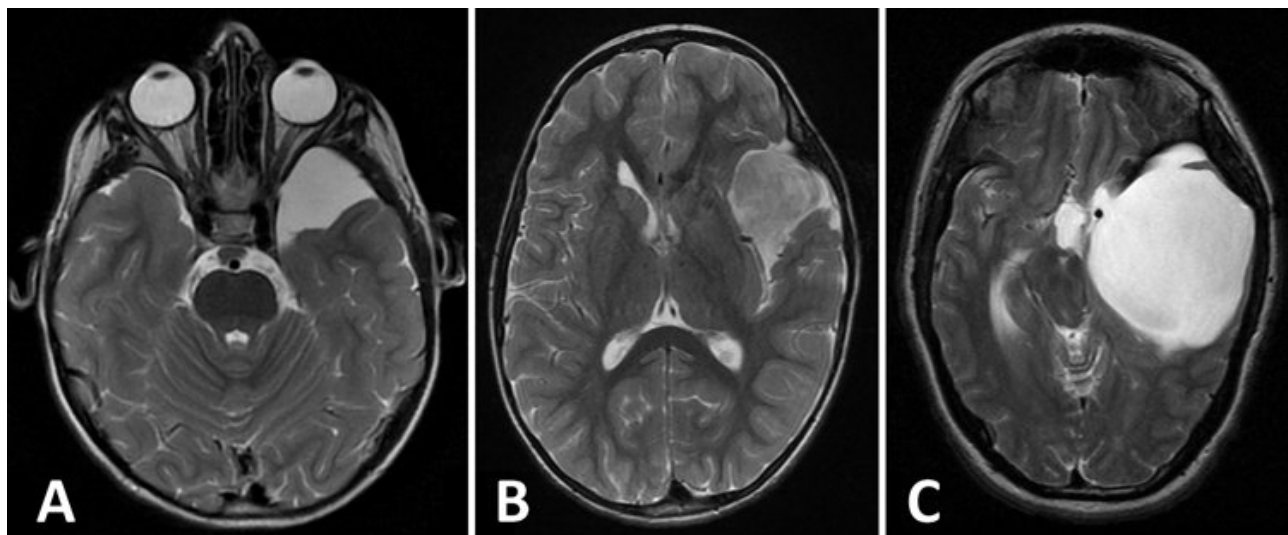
МРТ головного мозку. Ознаки арахноїдальної кісти лівої середньої черепної ямки: А -арахноїдальна кіста лівої середньої черепної ямки E.Galassi I; В - арахноїдальна кіста лівої середньої черепної ямки E.Galassi II; С - арахноїдальна кіста лівої середньої черепної ямки E.Galassi III.
